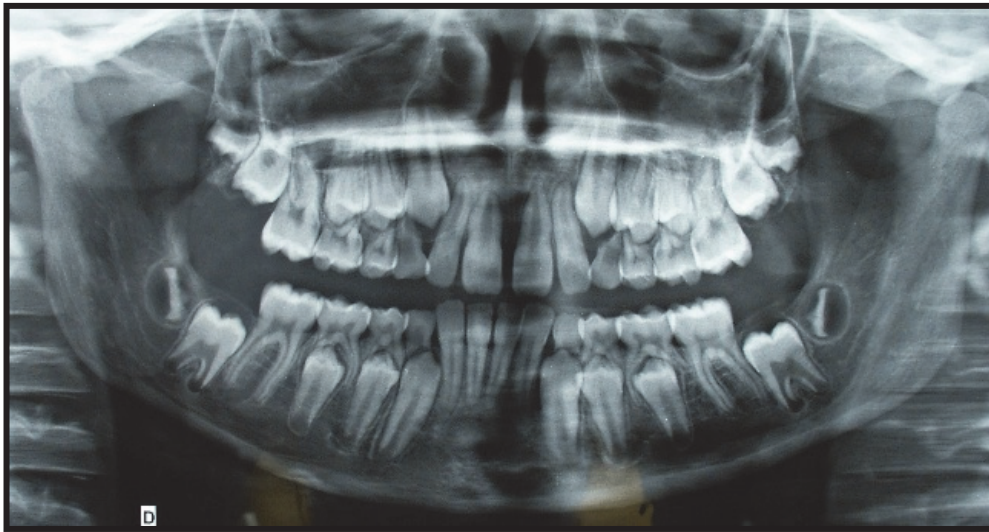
Radiographie panoramique d'un patient qui présente une 11 courte, une 21 en pipette et 12 et 22 coudées (10)
